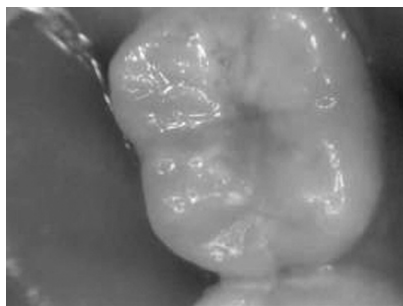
Зуб 3.7 во время регистрации стоматологического статуса: периодонтальный зонд не проникает в ямочно-фиссурную сеть, кариес не регистрируется. На рентгенограмме определяется радиолуцентный очаг в коронковой части зуба. Клиническая картина соответствует диагнозу К 04.7 Периапикальный абсцесс без свища
